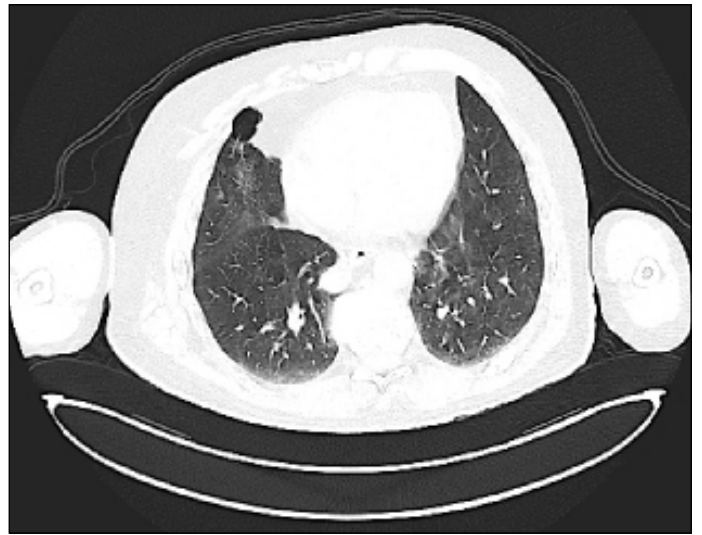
Tomografía de tórax: nódulo pulmonar paramediastínico en lóbulo inferior derecho (LID) de 18 mm.
